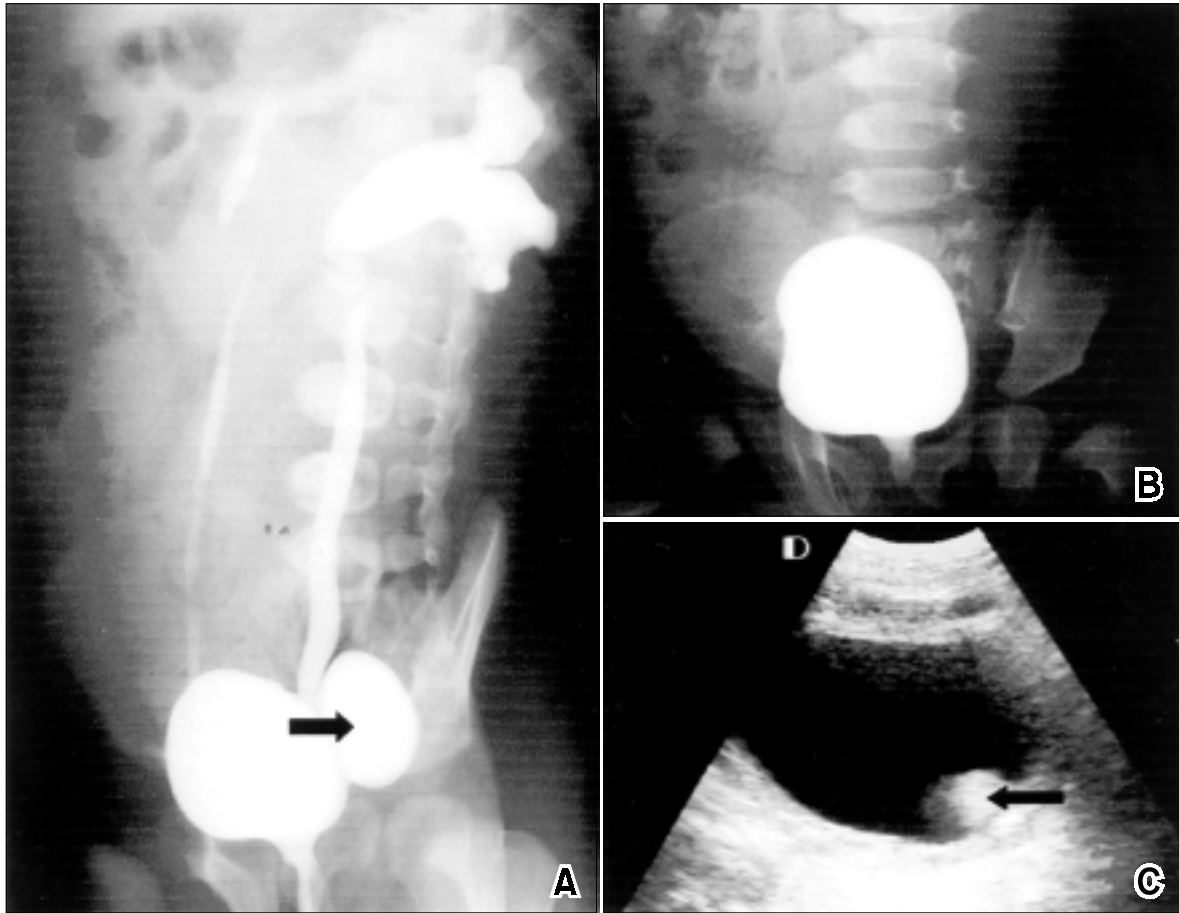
Six-year-old boy with bilateral vesicoureteral reflux. There is an associated paraureteral diverticulum. A. Pre-operative voiding cystourethrogram shows bilateral primary refluxing ureters and left paraureteral diverticulum (arrow). B. No reflux on post-operative voiding cystourethrogram. C. “dunked” diverticular tissue on ultrasonography (arrow).
